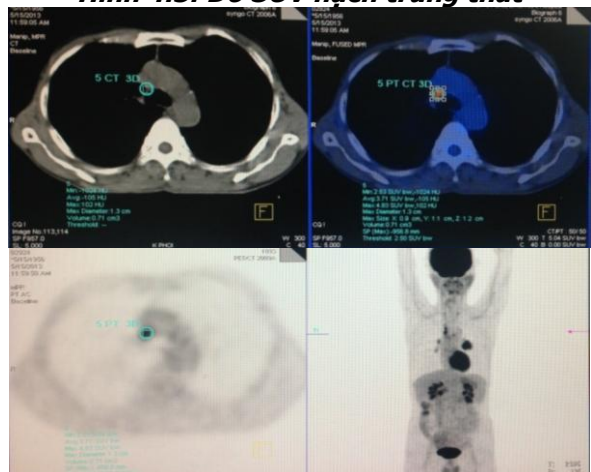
Đo SUV hạch trung thất
